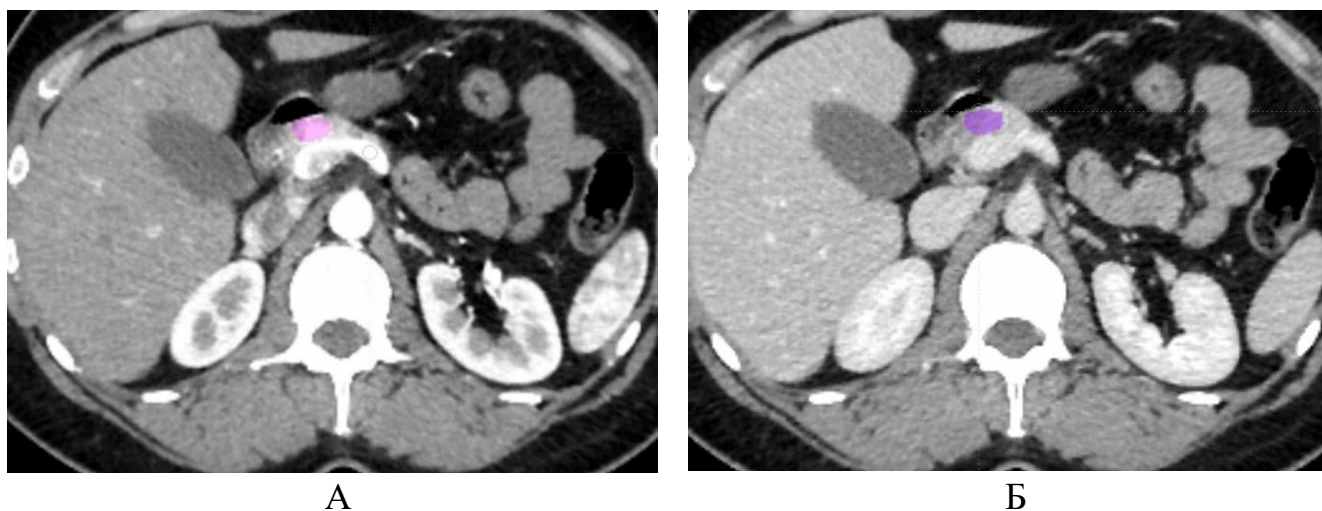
Компьютерная томография с внутривенным контрастированием пациента с НЕО G2 в головке поджелудочной железы, артериальная (А) и венозная (Б) фазы КТ-исследования. В артериальную фазу вручную полностью выделен весь визуализируемый объем опухоли и скопирован на венозную фазу с корректировкой возможного смещения по анатомическим ориентирам.
